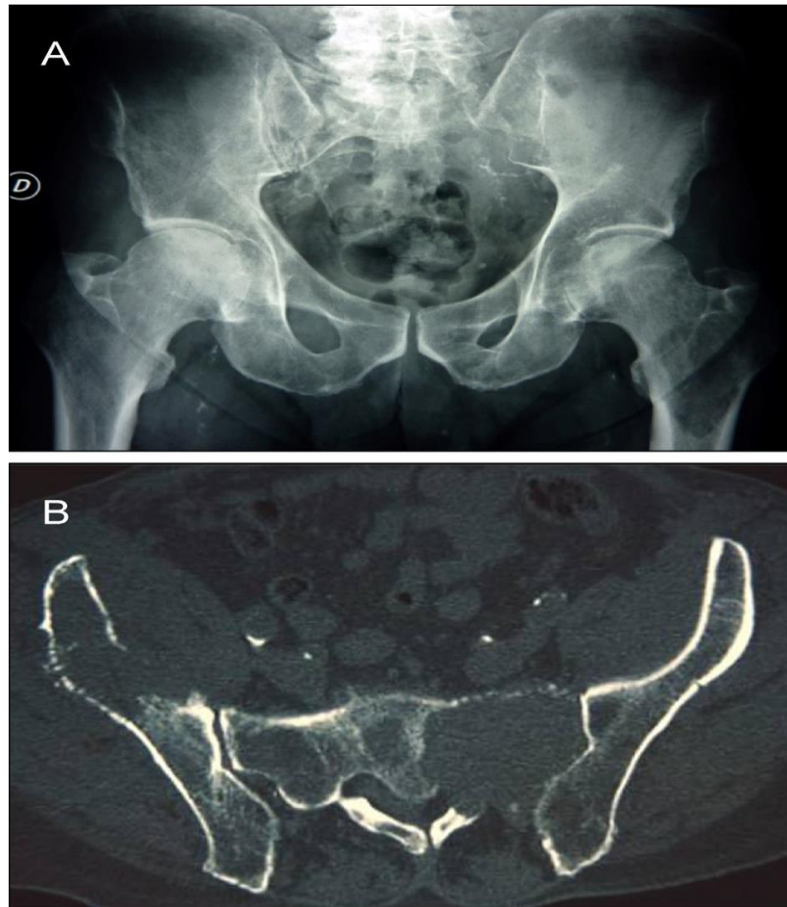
A. Radiographie standard ; lyse de l'hémisacrum gauche et géode de la métaphyse fémorale gauche. B. Même patient, tomodensitométrie pelvienne ; meilleure visualisation des macrogéodes [27].
